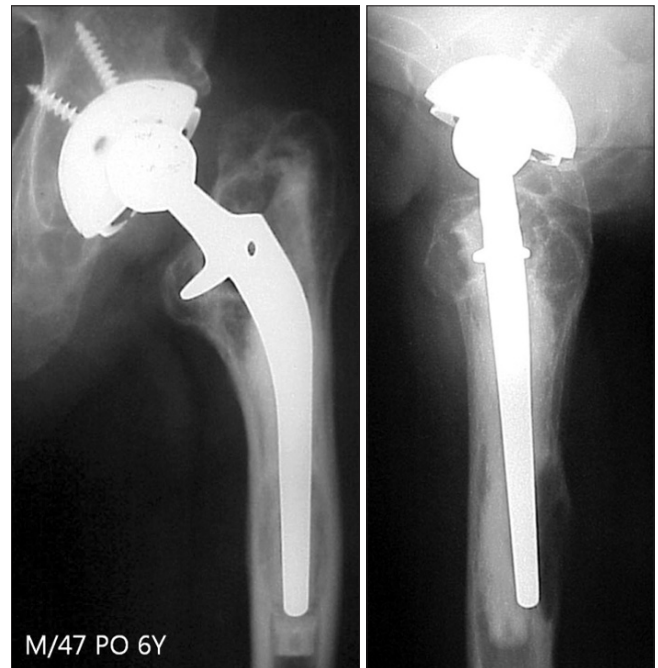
AP and lateral radiographs show definitive loosening. Lateral view shows loosening of cement mantle with C2 defect in zone 12.
